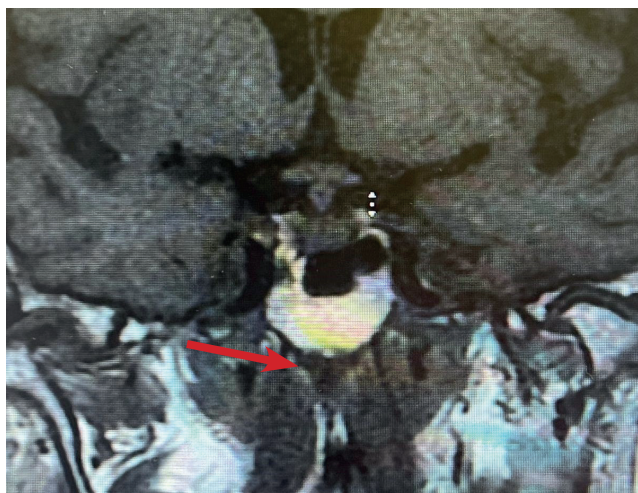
МРТ гипофиза с контрастным усилением, T1-ВИ, пост-контрастный корональный срез (стрелками обозначено утолщение воронки гипофиза)
